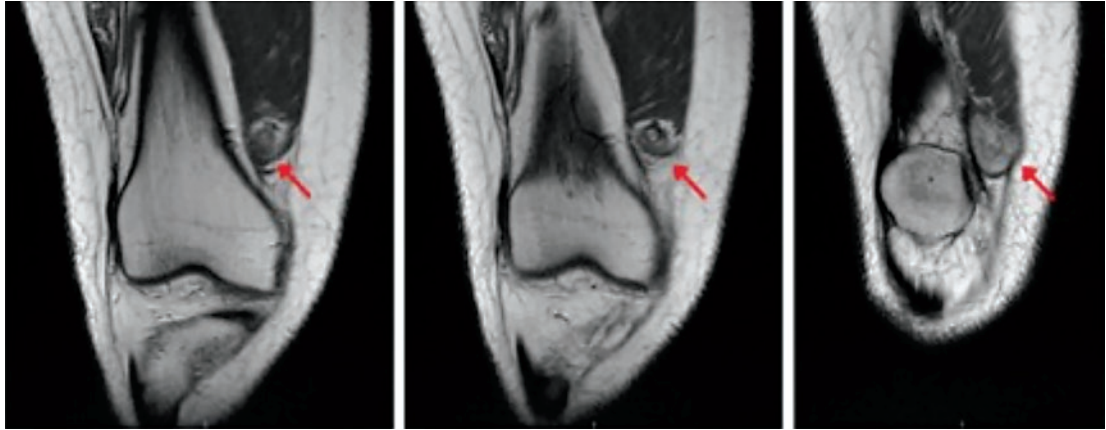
Plano coronal de la resonancia magnética sin contraste. Se señala al schwannoma con la flecha roja.
